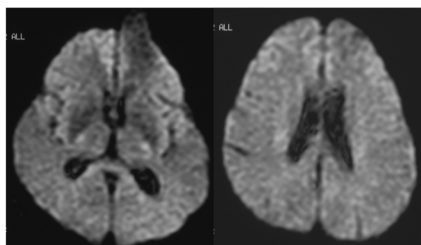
プリオン蛋白遺伝子codon 102に変異を持つGSSの特徴。初期には拡散強調MRIで信号異常や萎縮を認めない。
